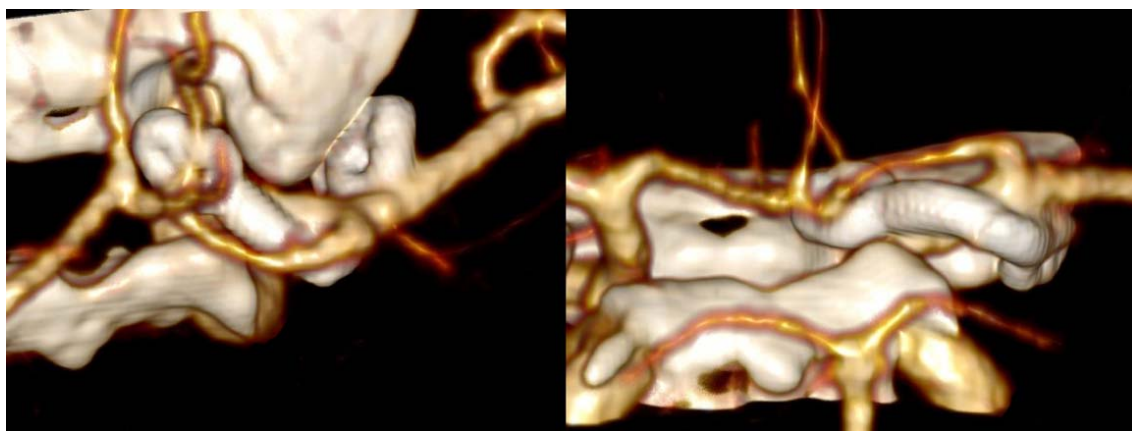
Пациент Г., 28 лет. Контрольная СКТ-АГ сосудов головного мозга на 1е сутки после микрохирургической операции клипирования резидуальной части аневризмы правой ВСА показывает полное выключение аневризмы (вид сверху и сзади)
